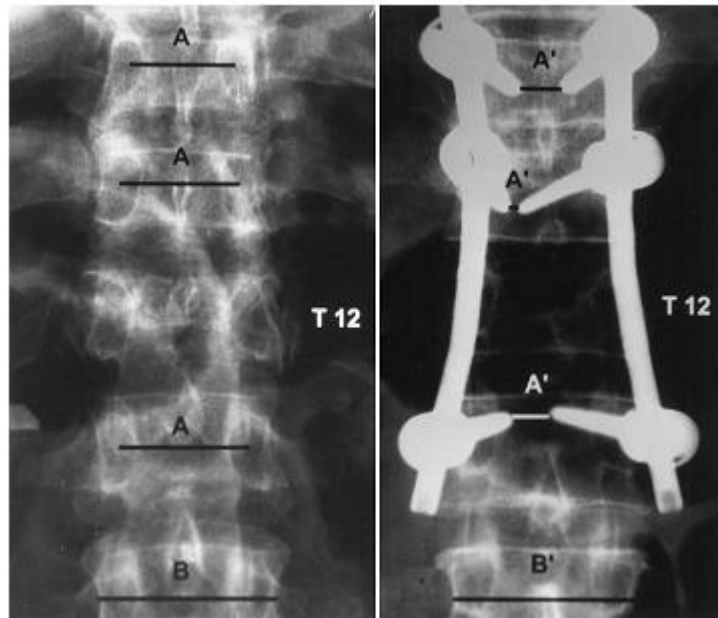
Fórmula propuesta para predecir por radiografías simples la posición de los tornillos
